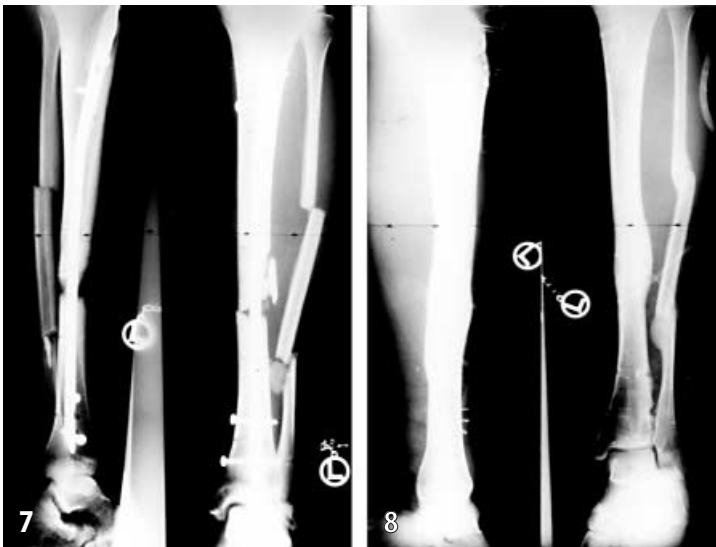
▲ Röntgenbild nach osteosynthetischer Versorgung der Fraktur mittels UTN. Primärstabilisierung mittels Fixateur externe, nach 10 Tagen einzeitiger Verfahrenswechsel vom Fixateur externe auf UTN
